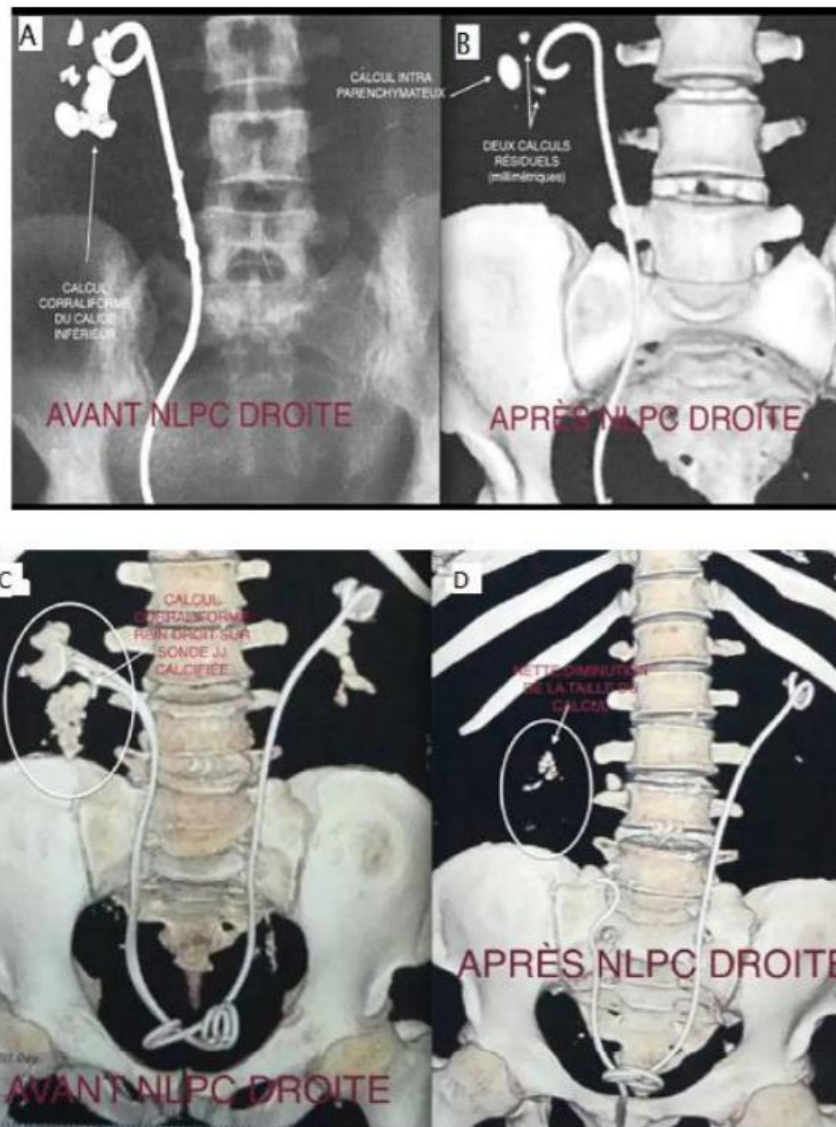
A : cliché radiographique avant NLPC, B : cliché après NLPC, C : reconstruction 3D avant NLPC, D : reconstruction 3D après NLPC
